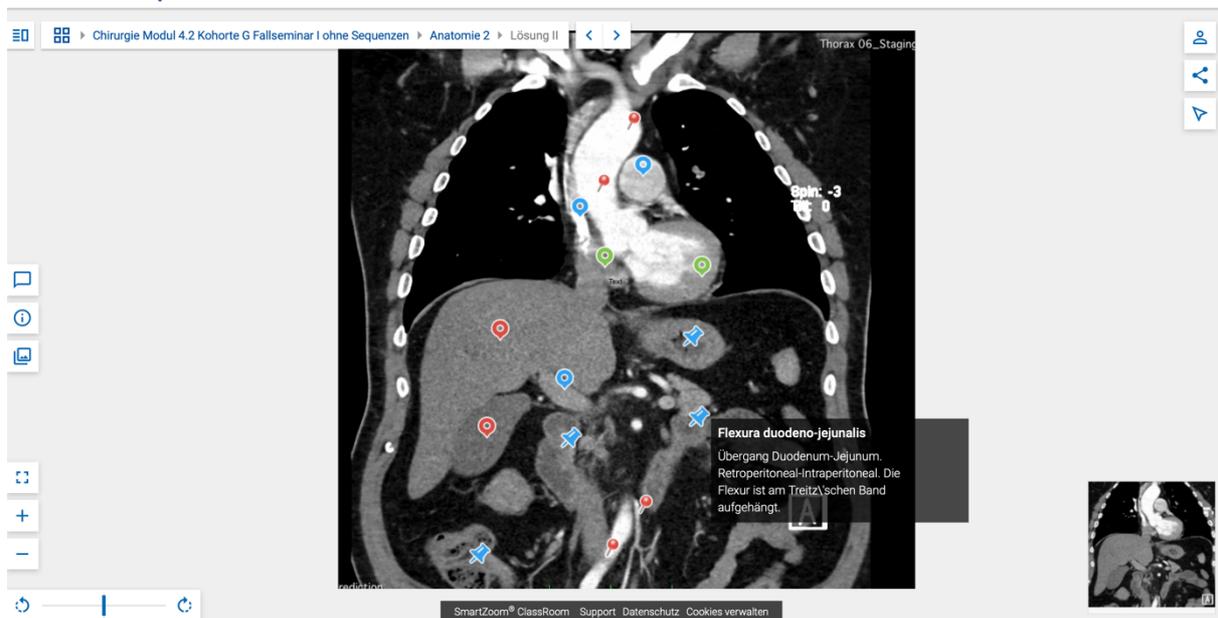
Bereits vorannotiertes CT-Bild in frontaler Ebene eines Patienten. Dargestellt sind der Thorax sowie der Oberbauch. Durch Anwählen der Annotationen werden weitere Informationen zur jeweiligen Struktur sichtbar.
